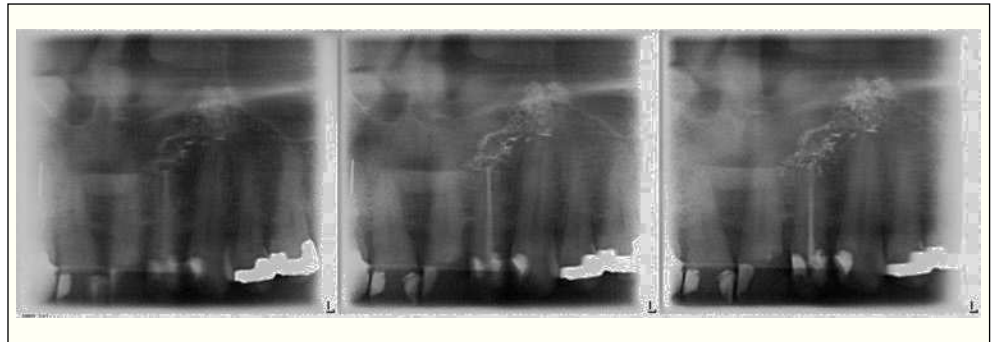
Visualización del material extraño en tomografías longitudinales.
